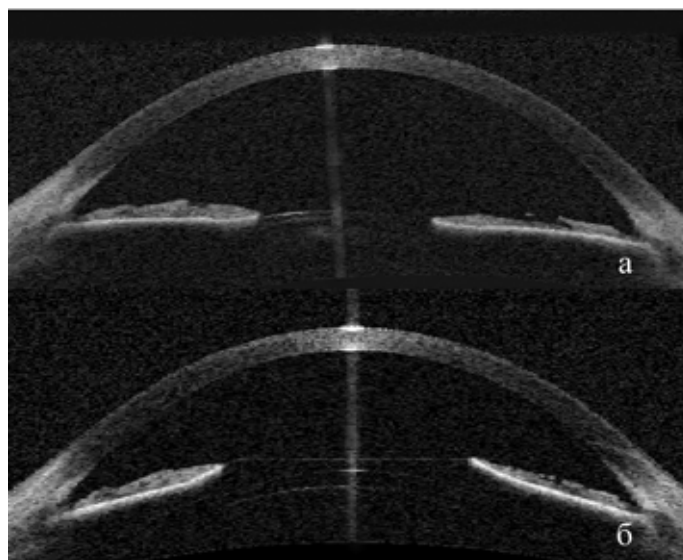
Томограммы переднего отрезка глаза пациентки З. с миопией высокой степени: а) глаз до операции; б) тот же глаз после имплантации заднекамерной факичной ИОЛ
